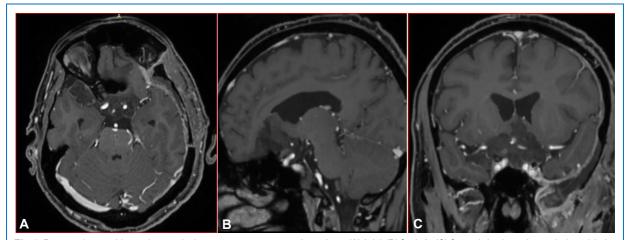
Resonancia magnética nuclear cerebral con contraste postoperatoria en vistas: (A) Axial, (B) Sagital y (C) Coronal, donde se observa lecho quirúrgico con discreto edema, escaso sangrado y engrosamiento de duramadre. Además de apreciar extensa craneotomía.
